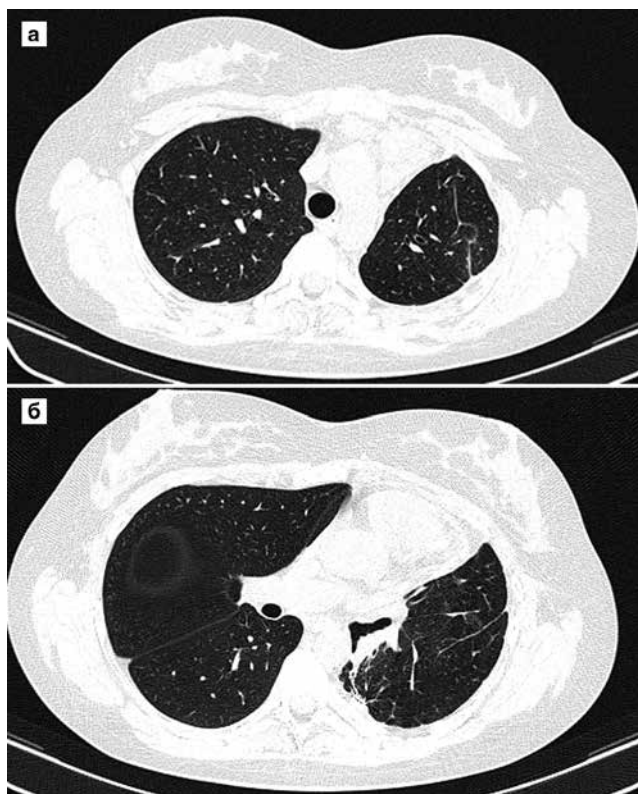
4б. КТ ОГК пациентки Ф., 17 лет, через 6 мес. после операции: очаговых и инфильтративных изменений в легких нет
